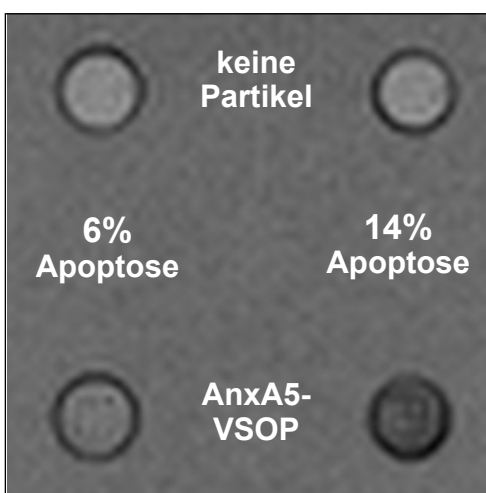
MRT-Aufnahme von Jurkat-T-Zellen mit unterschiedlichen Apoptose-Raten nach Inkubation mit AnxA5-VSOP (zur Verfügung gestellt von Lena Figge). Signalreduktion von Zellen mit größerer Apoptose-Rate aufgrund der spezifischen Bindung von AnxA5-VSOP bei einer T2*-gewichteten Messung. Keine Signalminderung bei Zellen ohne Partikelgabe.
